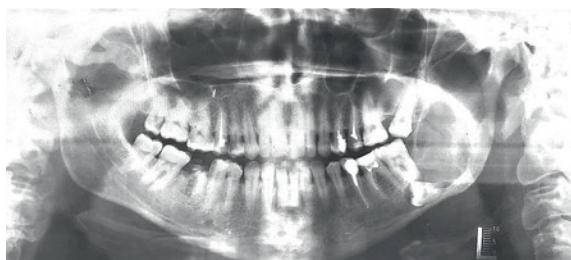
Ортопантомограмма от 2008 г., на которой визуализируется обширный очаг деструкции с четкими контурами в области тела, угла и ветви НЧ слева. В полости новообразования определяется ретинированный зуб 38
